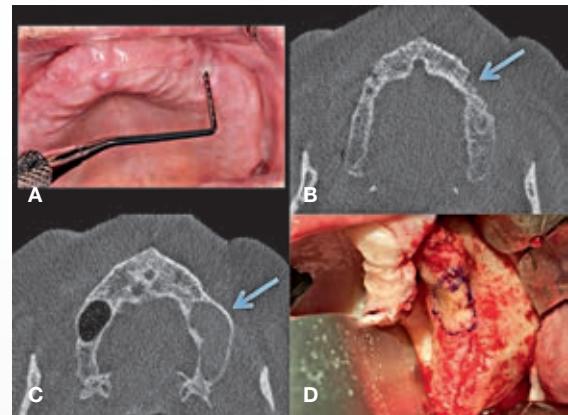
Ikke-eksponeret osteonekrose i maksillen hos 69-årig mand med prostatacancer og metastaser behandlet med Denosumab (XGEVA^R) gennem 19 måneder. Patienten har smerte i venstre overkæbe. Det kliniske billede viser tilsyneladende normal tandløs processus alveolaris. A. Klinisk ses tilsyneladende normal tandløs kæbe, men ved palpation og sondering kan eksprimeres pus gennem lille, næsten usynlig fistel, som kan sonderes til knoglen. B. CBCT viser sekvester regio +4,5 (pil). C. Infektionen omfattede også venstre sinus maxillaris. D. Peroperativt billede viser osteonekrose, som er optegnet på overfladen. Processen involverede sinus maxillaris, som blev renset for pus og granulationsvæv, og hullet blev lukket med stilket lap af corpus adiposum buccae, efterfulgt af mundslimhindelukning. Ukompliceret heling.
